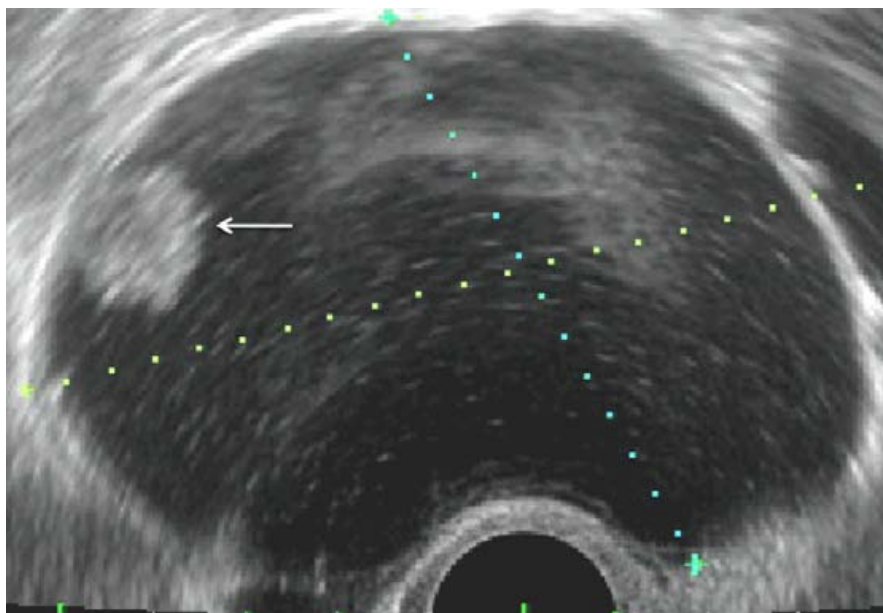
Échographie par voie endovaginale. Kyste ovarien complexe, avec une formation papillaire intrakystique (flèche) chez une patiente de 54 ans. Cystadénofibrome kystique (bénin) sur la pièce opératoire [69].
